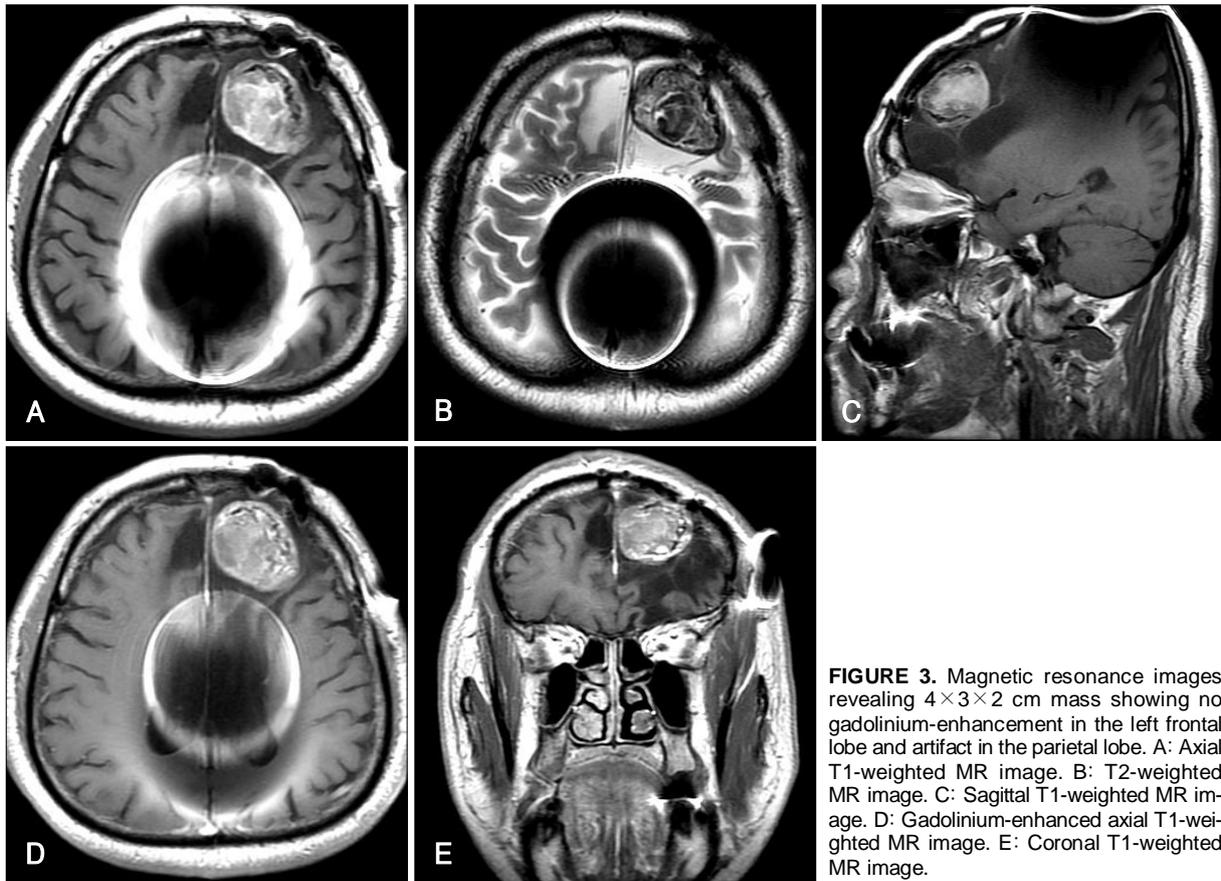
Magnetic resonance images revealing 4×3×2 cm mass showing no gadolinium-enhancement in the left frontal lobe and artifact in the parietal lobe. A: Axial T1-weighted MR image. B: T2-weighted MR image. C: Sagittal T1-weighted MR image. D: Gadolinium-enhanced axial T1-weighted MR image. E: Coronal T1-weighted MR image.
